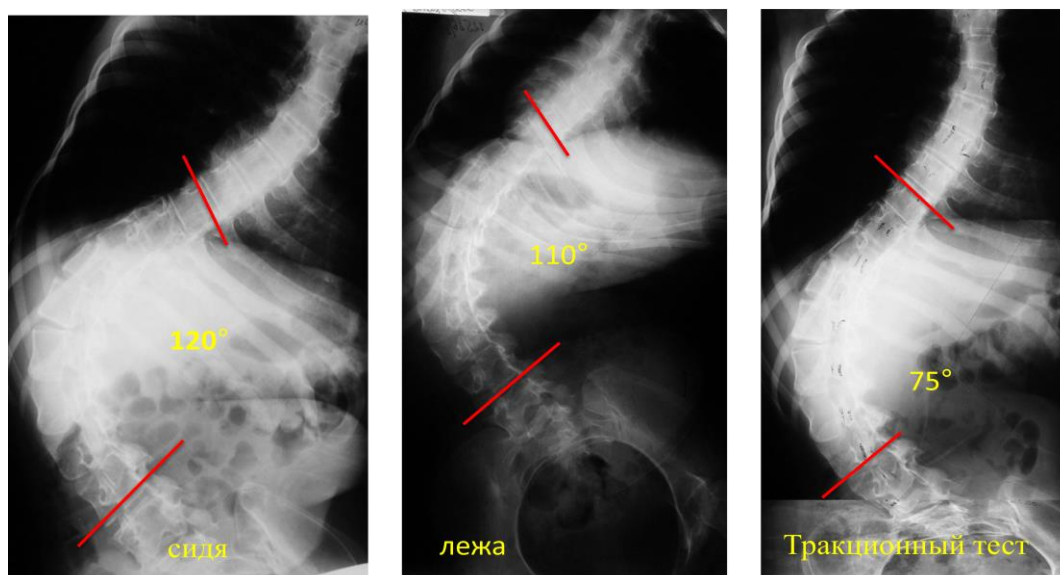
Рентгенограммы до операции
